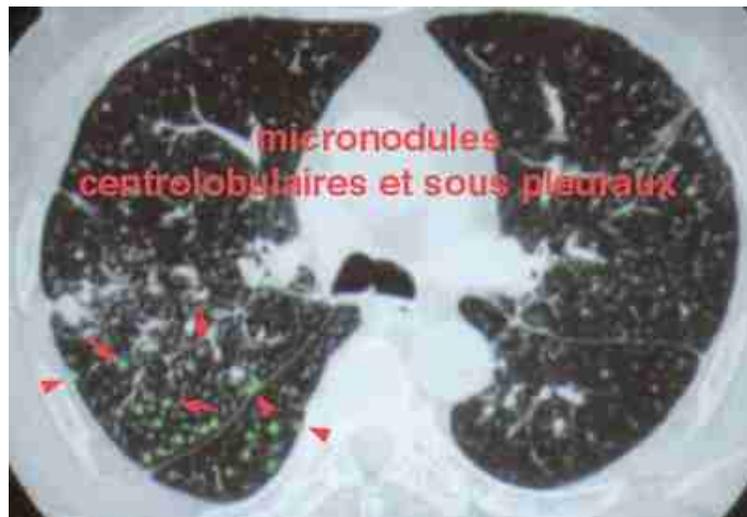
TDM thoracique montrant des micronodules [27]
